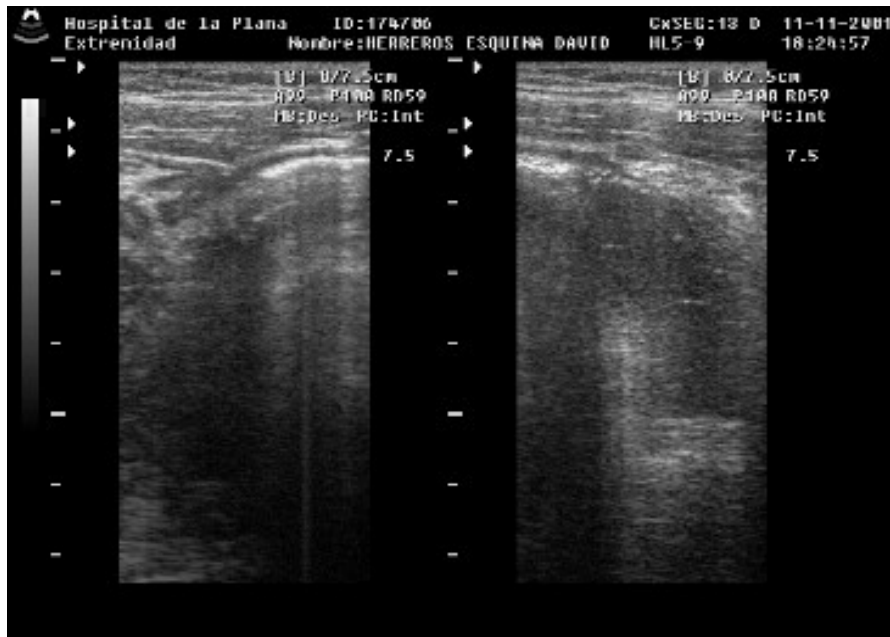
ECOGRAFIA: Apendicitis aguda gangrenosa, observese el gas en la pared del apéndice.
